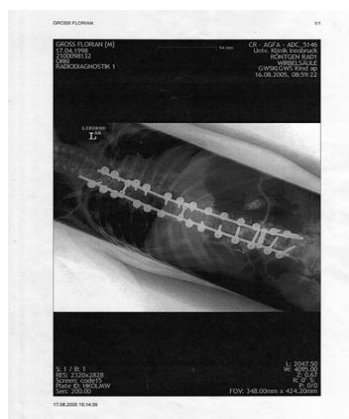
WS Röntgen ap, 2005
